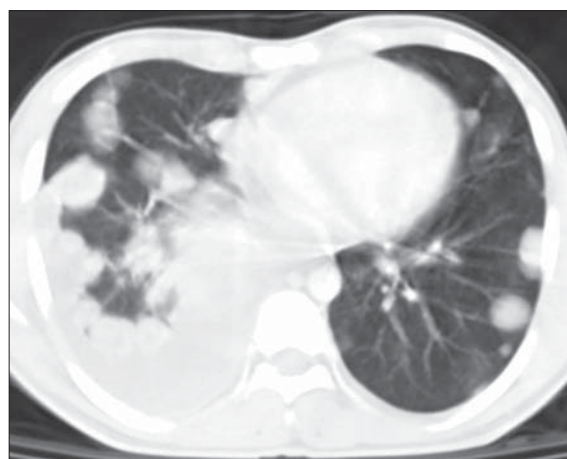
Metastaze de osteosarcom. CT de torace. Multiple imagini nodulare bilaterale cu calcifieri. Colecție pleurală în cantitate medie în dreapta.
